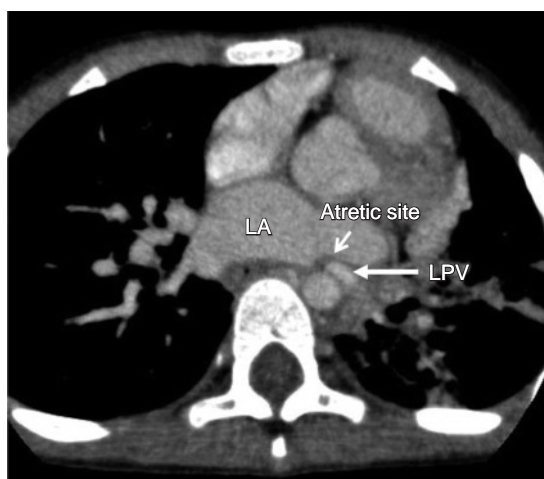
Preoperative enhanced computed tomography. LPV atresia was revealed. LPV: left pulmonary vein, LA: left atrium
